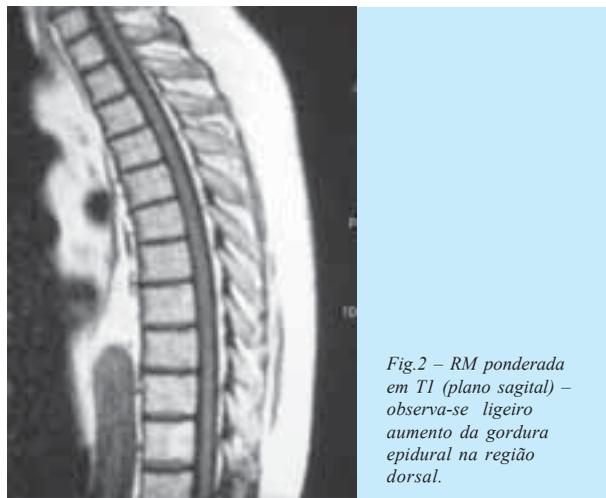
RM ponderada em T1 (plano sagital) – observa-se ligeiro aumento da gordura epidural na região dorsal.
